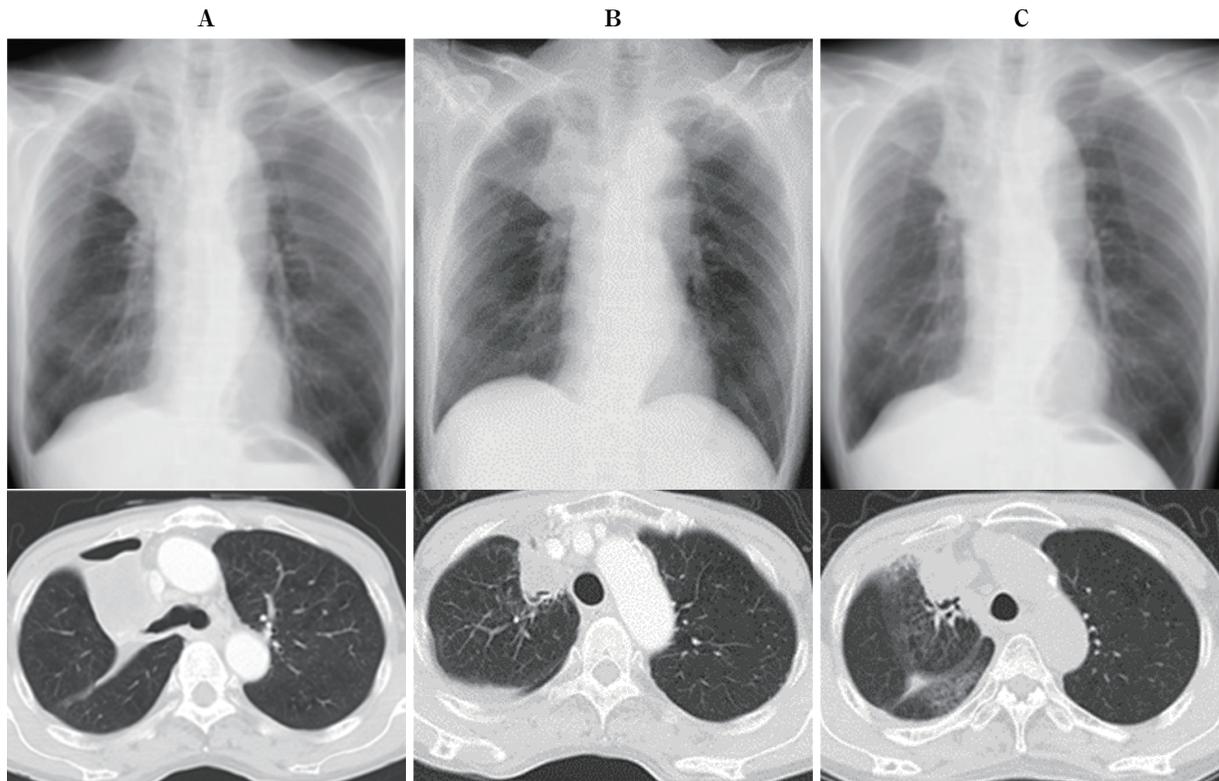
Upper half: Chest X-ray. Lower half: Chest CT. A: Before administration of chemoradiotherapy. A tumor shadow was observed in the right upper lung field (chest X-ray) and in the right upper lobe (chest CT). B: Before the administration of durvalumab, the tumor nodule showed a reduction in size. C: After four courses of durvalumab therapy, ground-glass opacities were observed in the right upper lobe.
